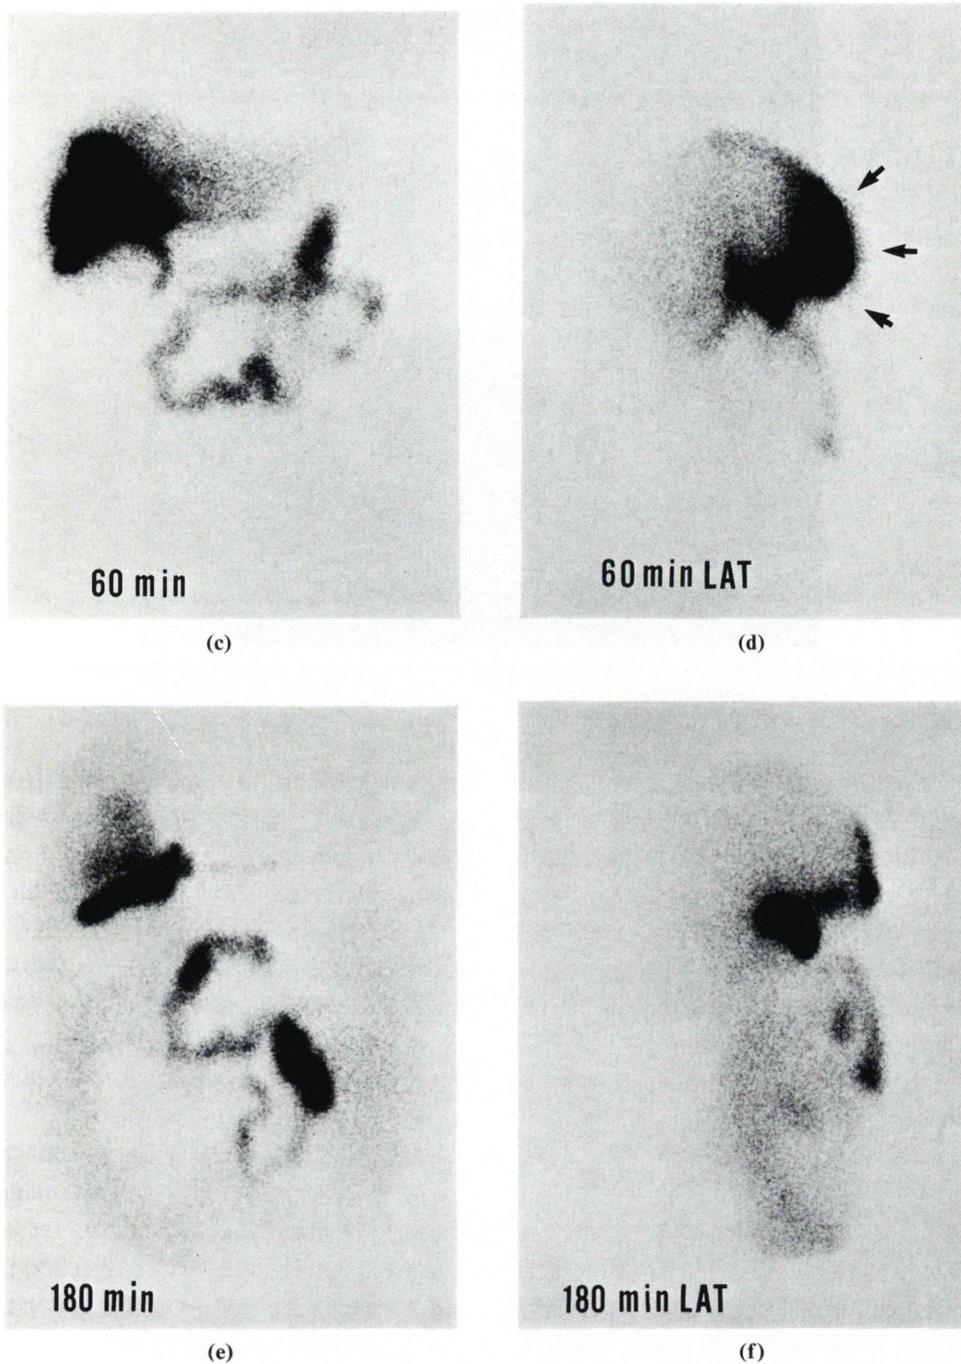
(a-f) Hepatobiliary scintigraphy using Tc-99m PMT. Radionuclide accumulation in the hepatic hilum appears 15 minutes after injection (arrow), and gradually it increases in size. 60 minutes after injection lateral view indicates the evidence of extravasation anterior to the liver (arrows). Diffusion of radionuclide in the ascites is noted 3 hours after injection.
